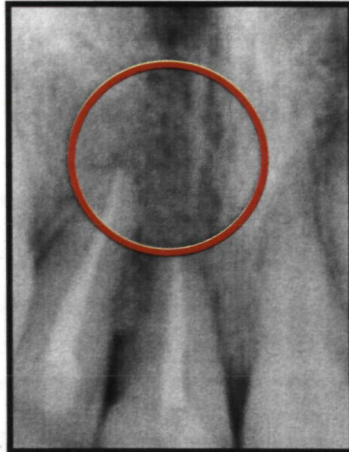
Та же больная. Отпечаток прицельной рентгенограммы через 12 месяцев после проведения операции реплантации
